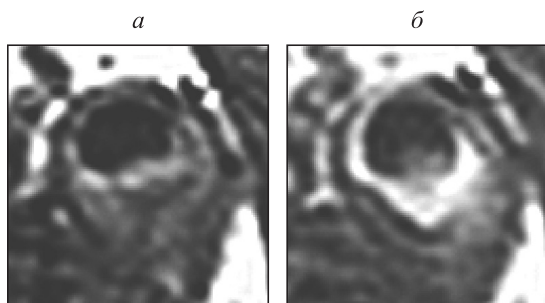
МР-томограммы сонной артерии в аксиальной проекции: а – T1-взвешенное изображение до введения контраста, б – T1-взвешенное изображение после контрастирования
